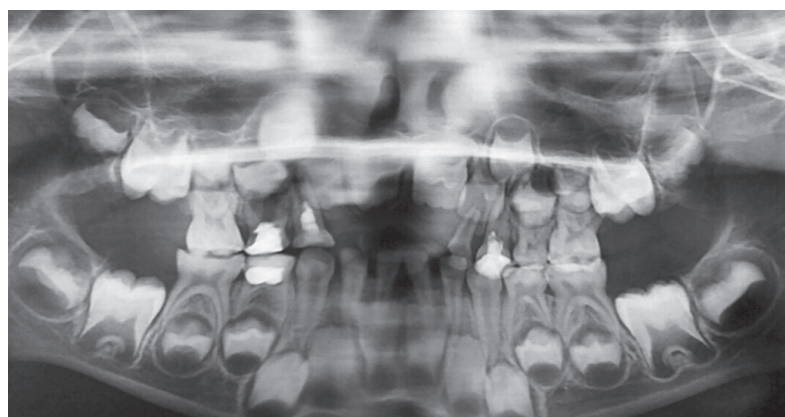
Ортопантомограма пацієнтки Л. 2014 р. н. Відсутність 51, 52, 61, 62-го зубів, резорбція коренів тимчасових різців, формування зачатків постійних зубів.
